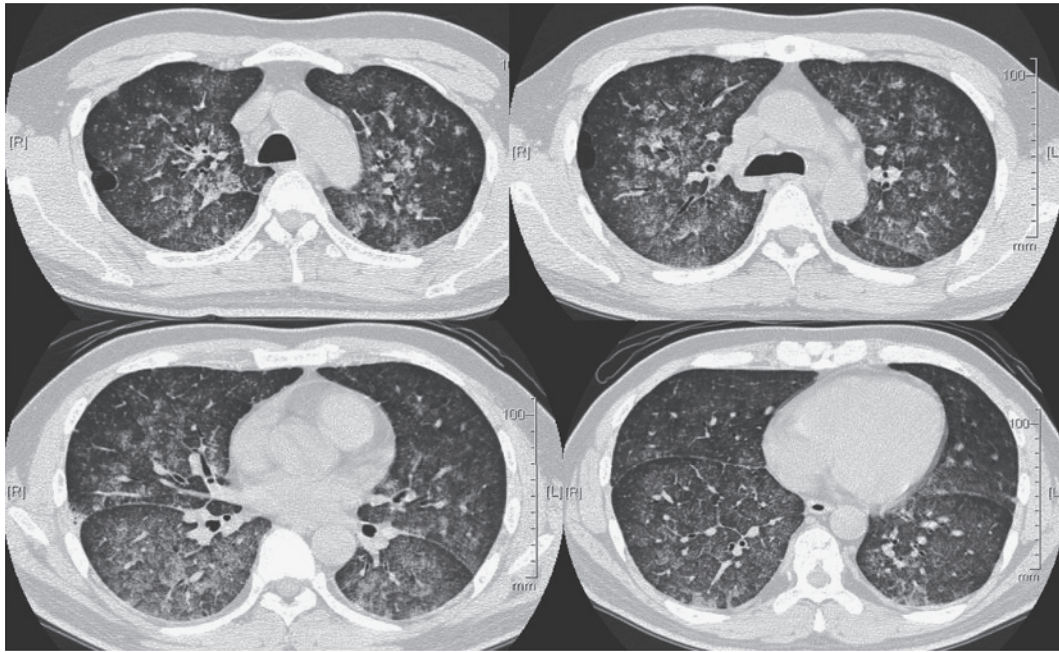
Chest CT scan on admission shows bilateral infiltration and diffuse ground-glass opacities, but disseminated nodules were not observed.
